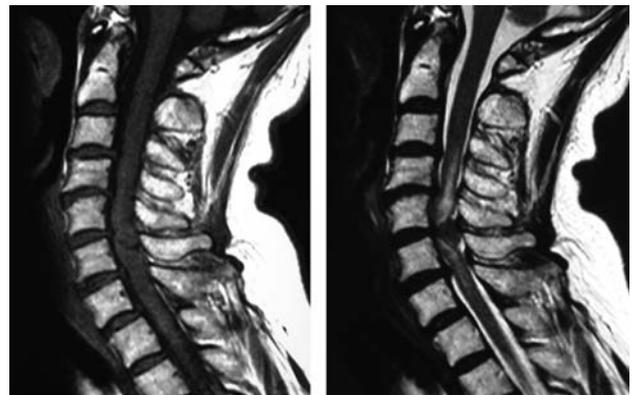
Initial sagittal MRI demonstrated an intradural extramedullary round mass and intraspinal edema in her cervical spine, markedly compressed the spinal cord.
